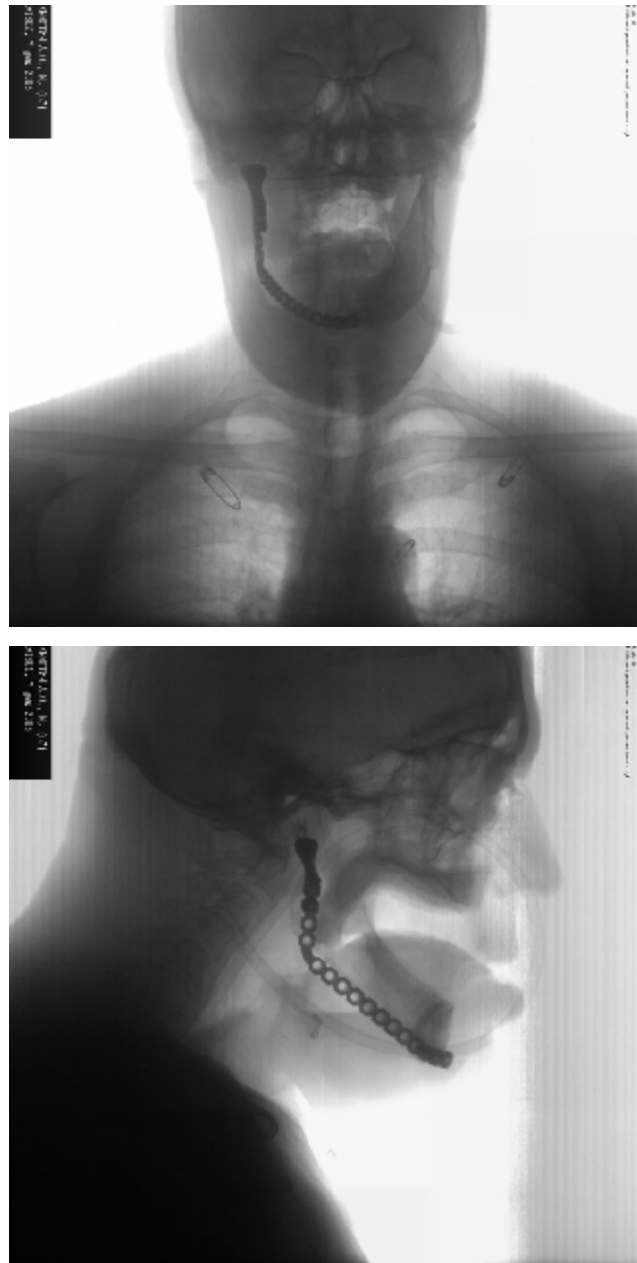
Рентгенограма. Дефект нижньої щелепи, замінений титановою пластиною і суглобом (пряма і бокова проекція).
